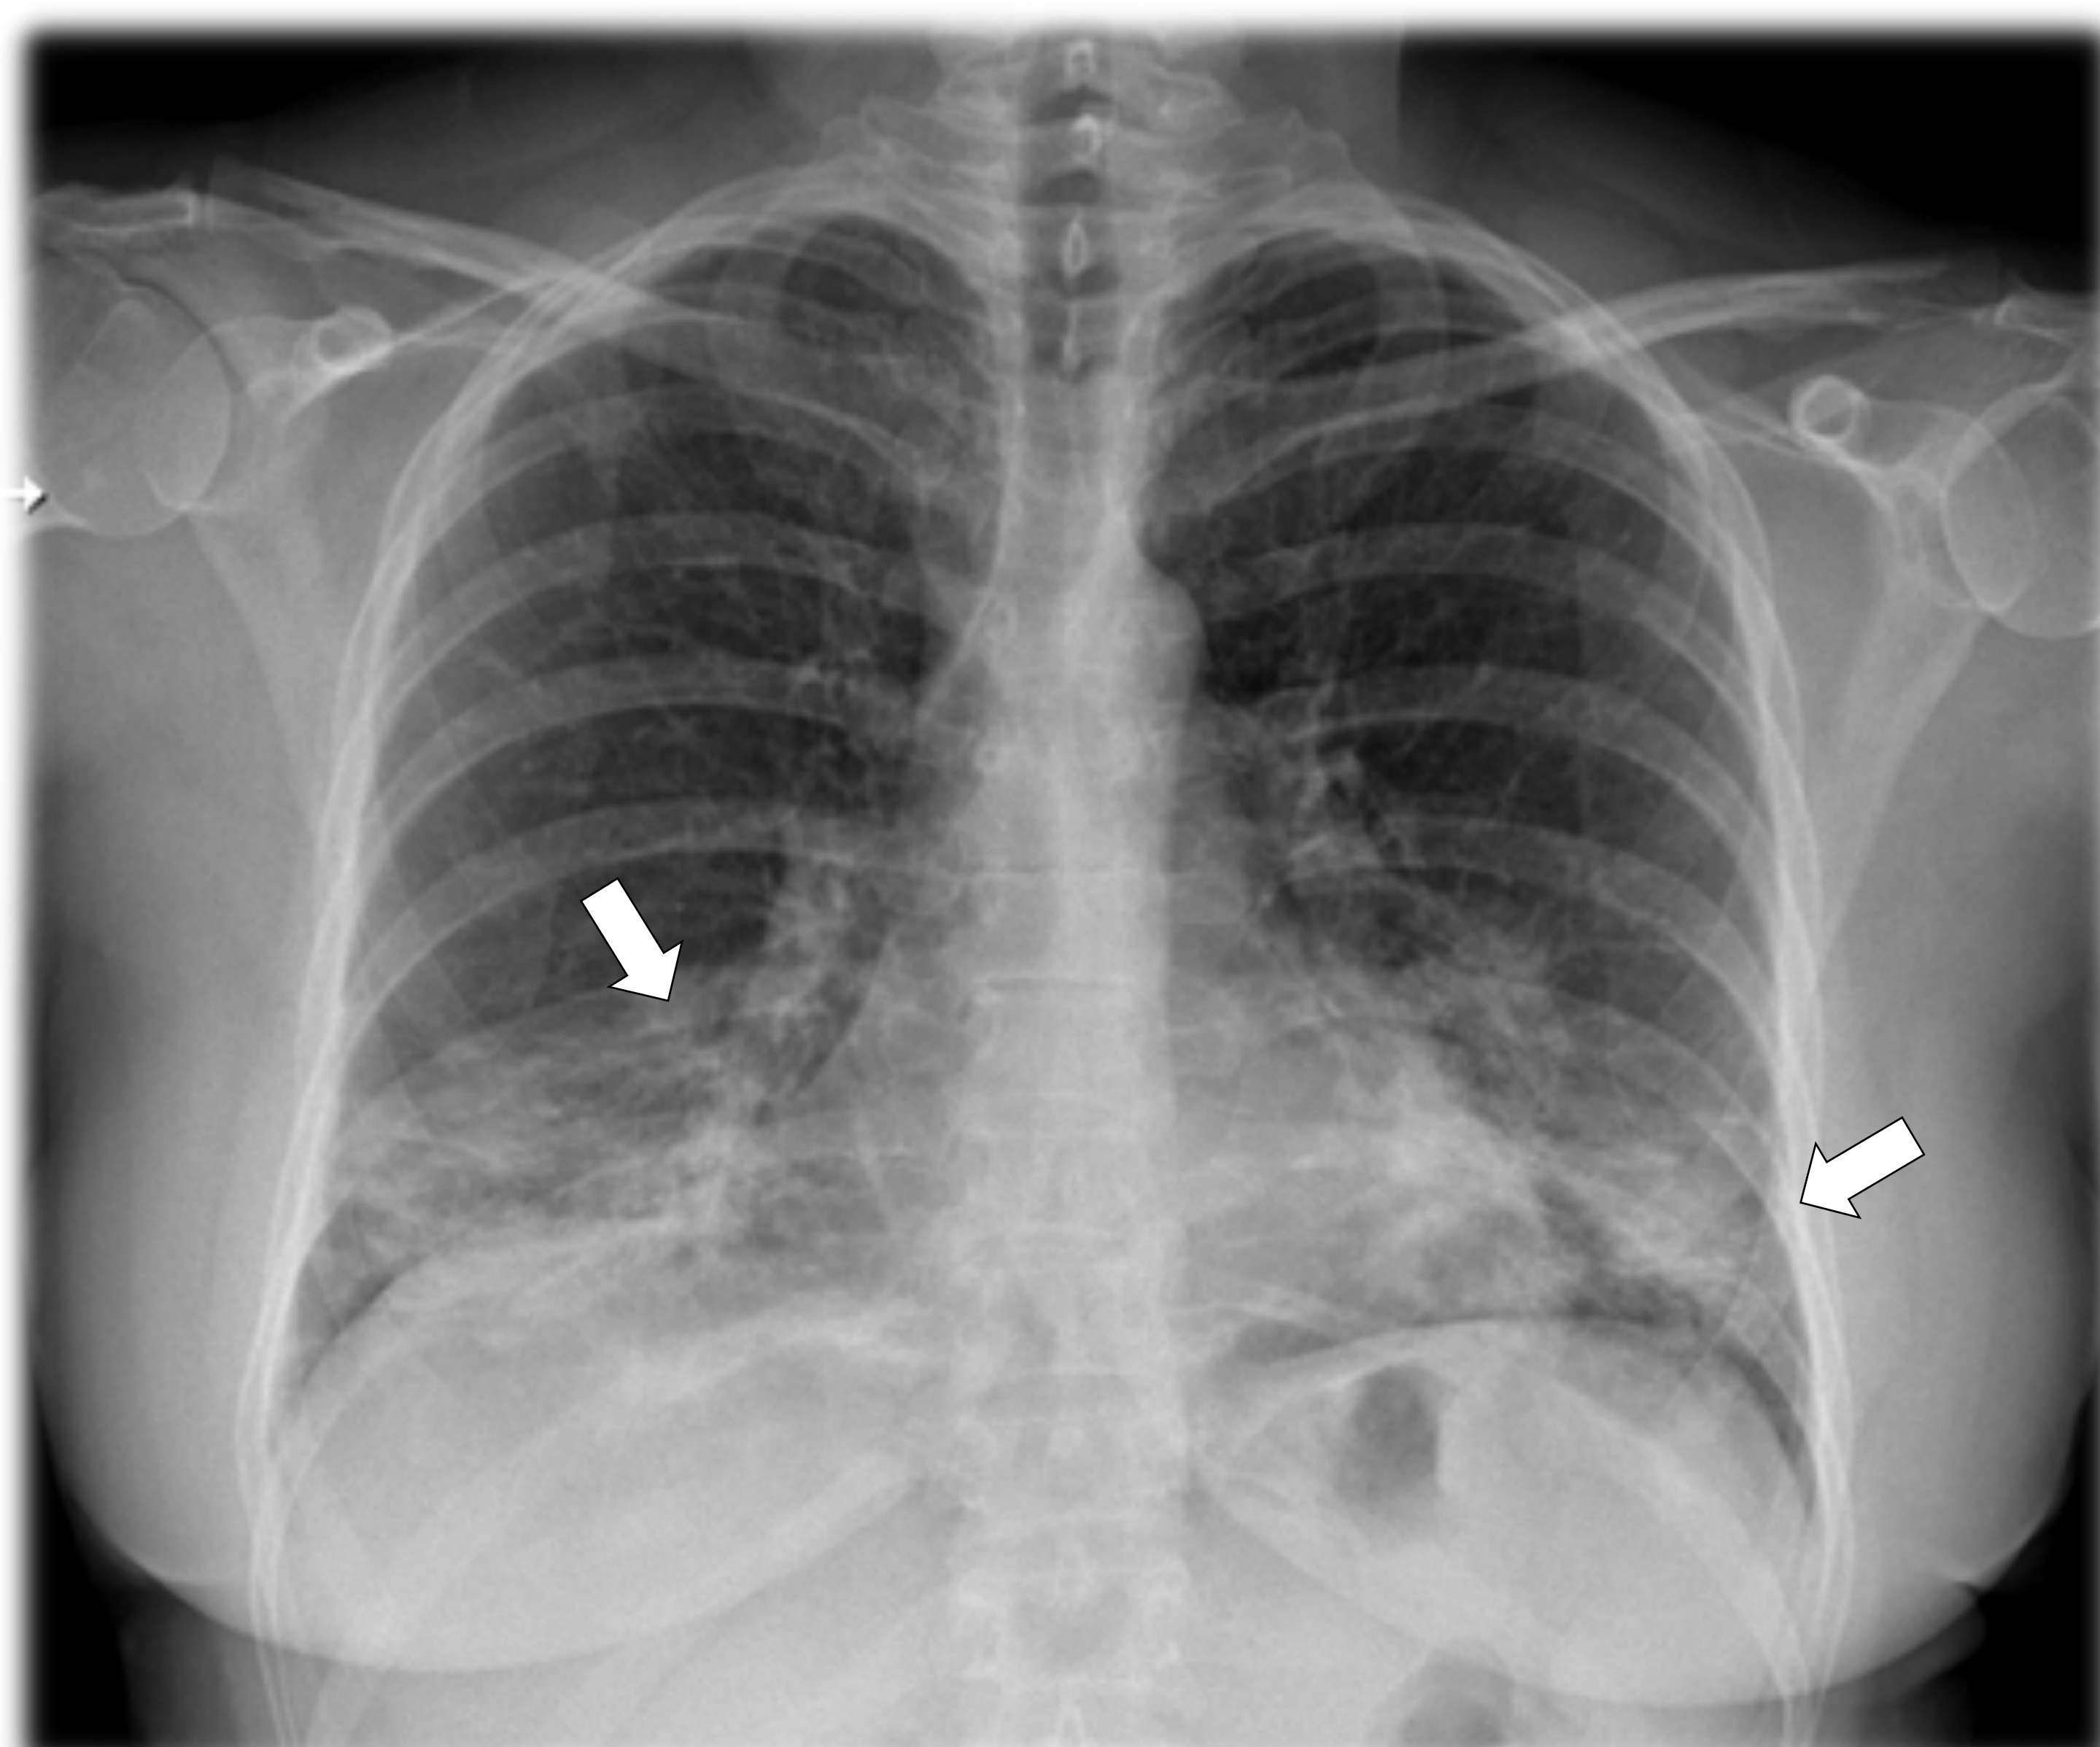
Radiografía de tórax (PA)
